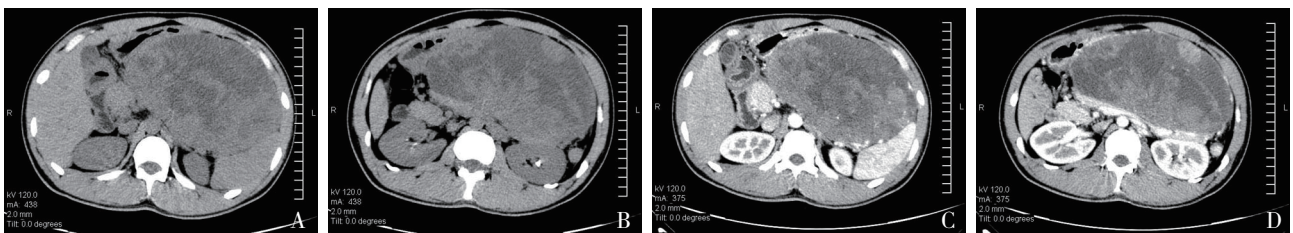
腹部CT A, B平扫: 上腹部巨大椭圆形肿块影; C, D增强: 上腹部巨大椭圆形肿块影
